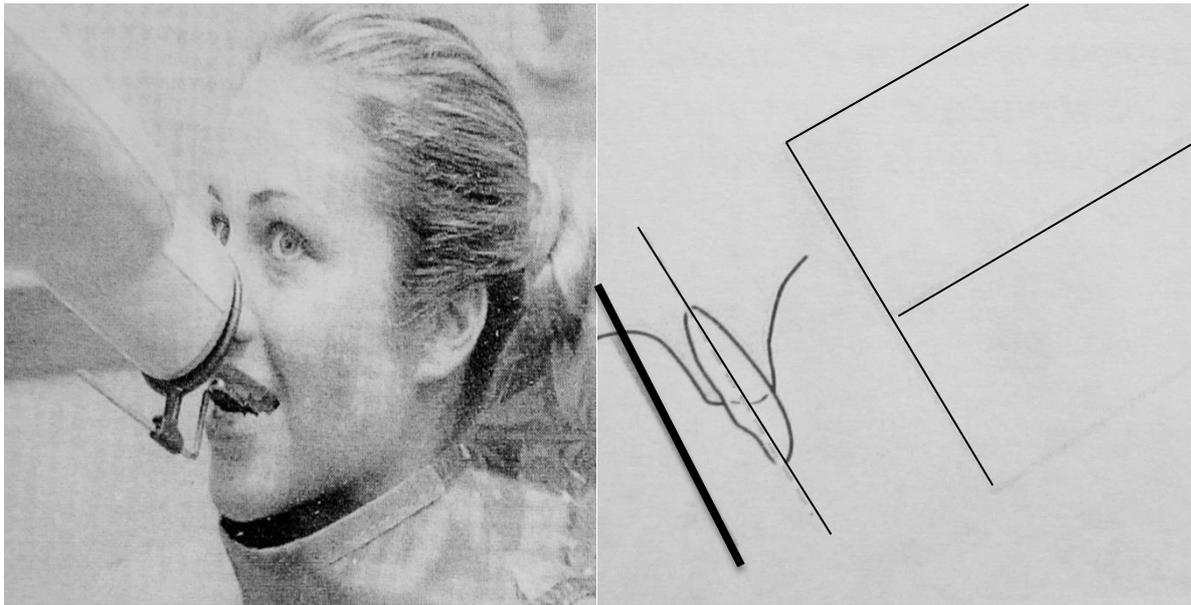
Toma de radiografía en incisivos centrales superiores.
